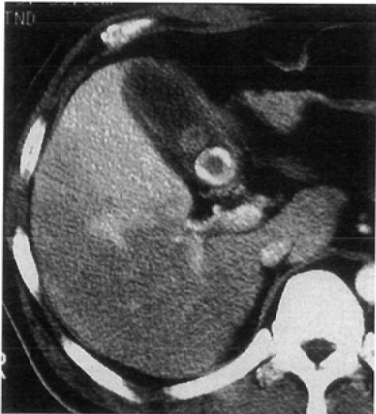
Wedge shaped type : Type C hepatitis. Plain CT (2-A) showed no abnormality of the liver. In hepatic arterial dominant phase (2-B) of double phased helical CT, transient wedge shaped heterogeneous enhancement was seen in the liver. In delayed phase (2-C), there was no heterogeneous enhancement.
